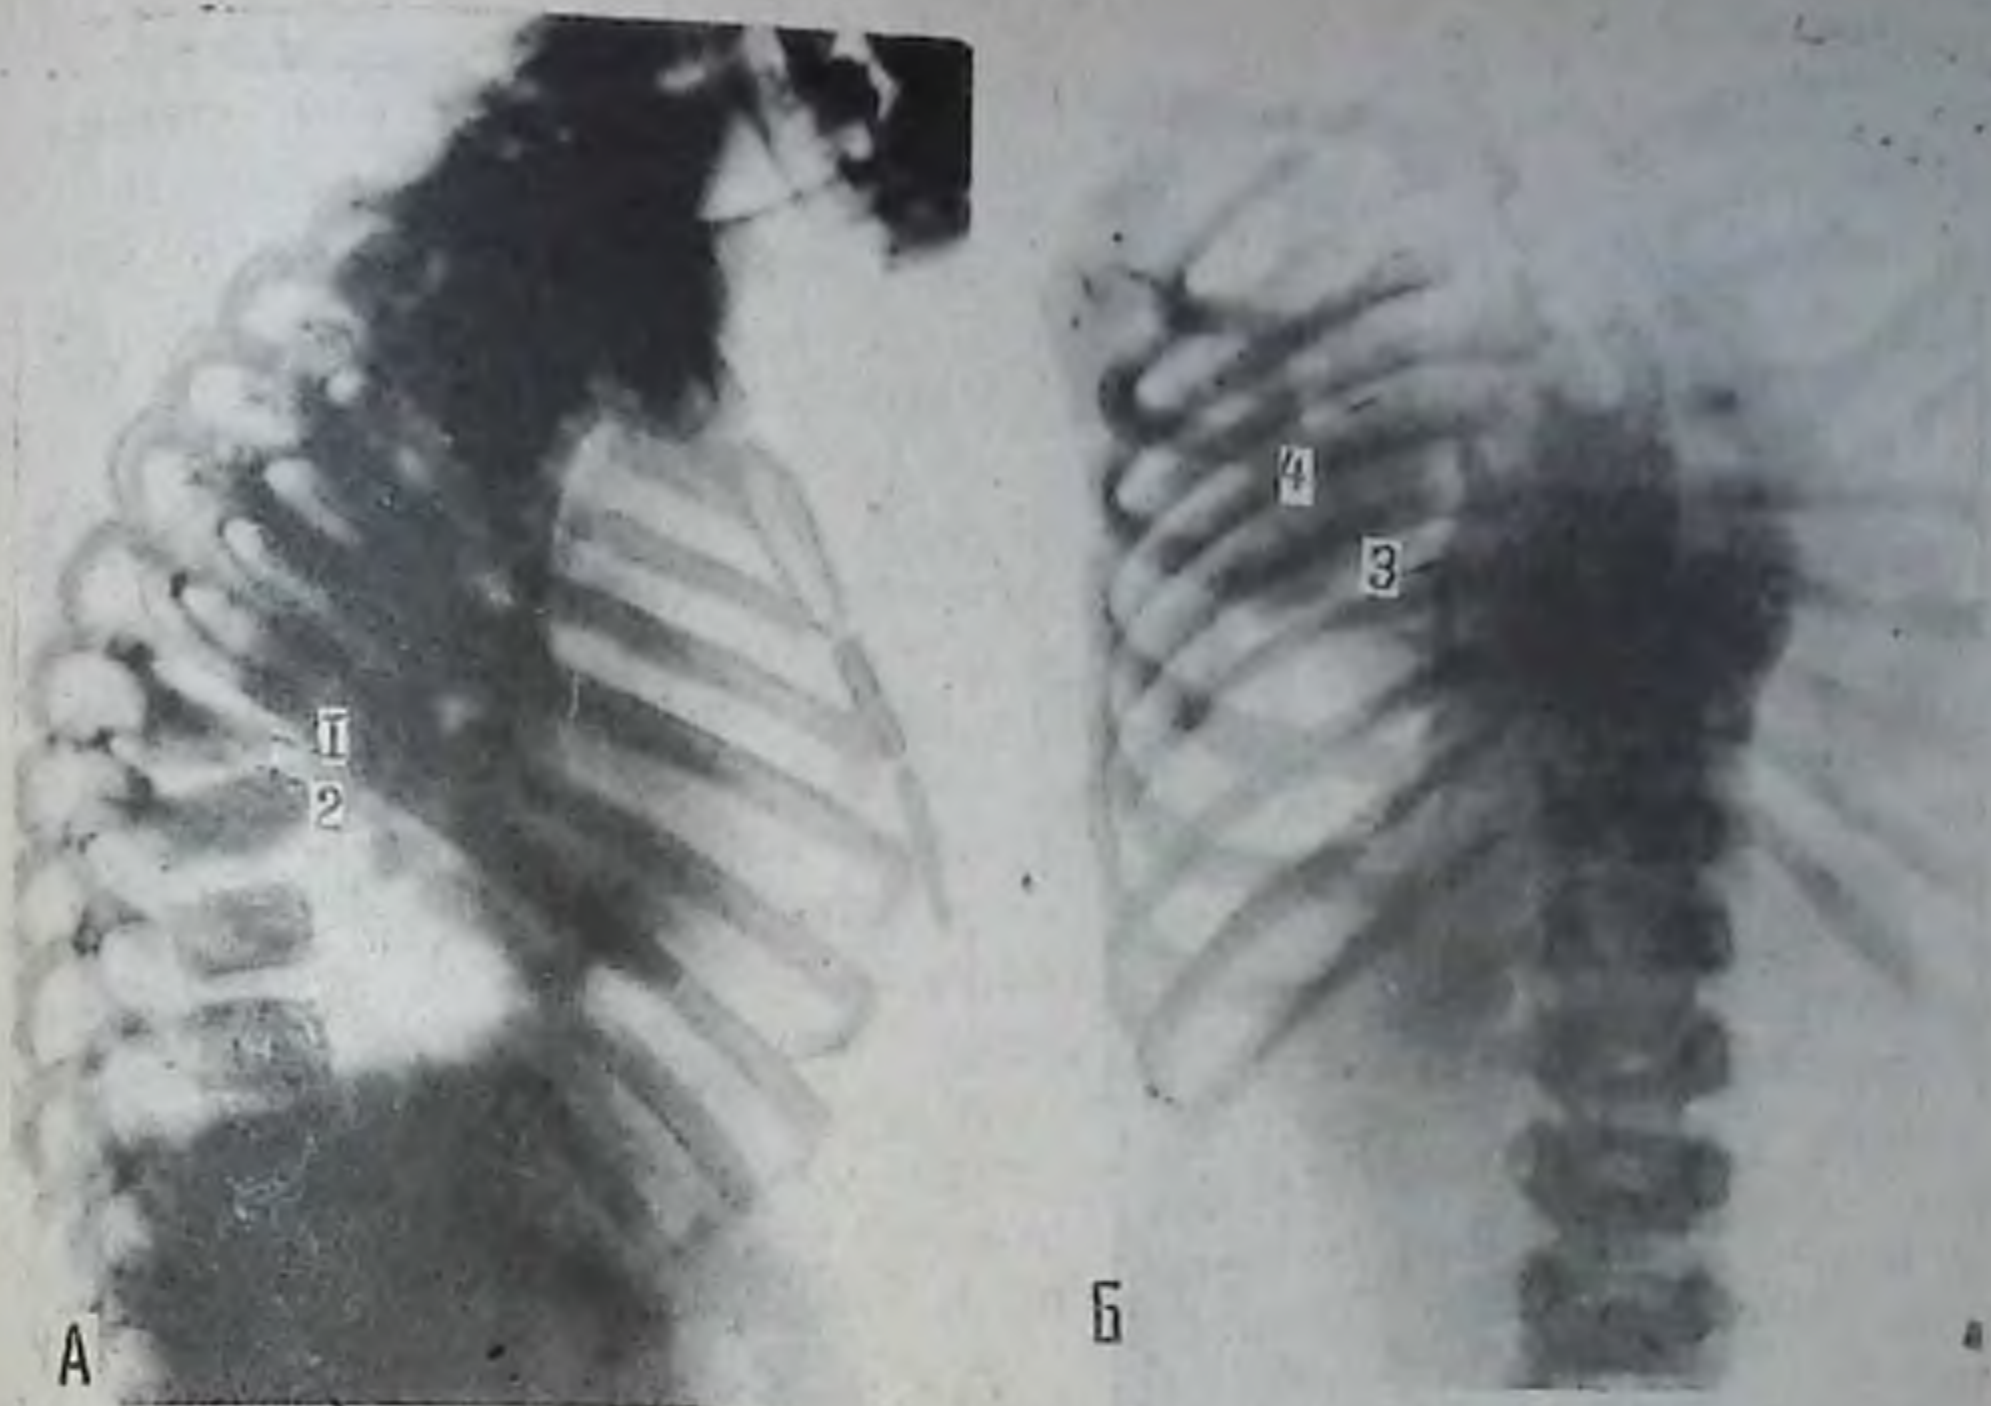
Рентгенограмма грудного отдела позвоночника в боковой (А) и прямой (Б) проекциях. Справа верхнедолевой ТБЦ, лобит. Туберкулезный спондилит: 1 — деструкция с деформацией тела V_{T_6} , с вершиной, обращенной кпереди; 2 — сужение передней части межпозвонковой щели; 3 — околопозвонковый натечный абсцесс; 4 — долевое затемнение.
